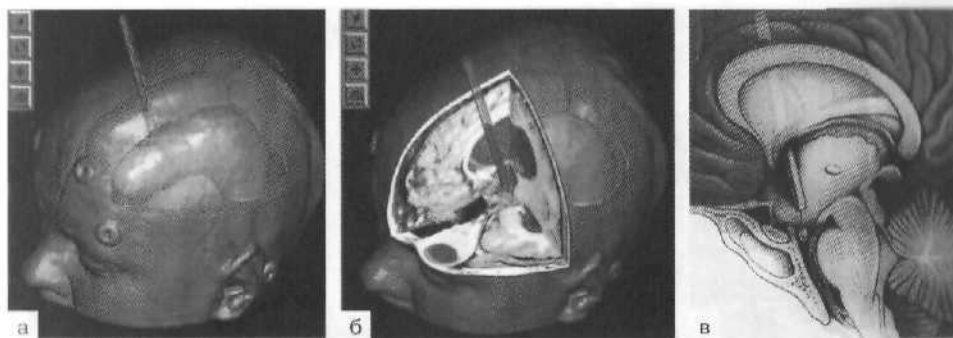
Планирование эндоскопической вентрикулостомии III желудочка мозга. а, б — трехмерная МРТ-реконструкция головы больного с окклюзионной гидроцефалией. Выбрана траектория, по которой эндоскоп следует провести в III желудочек сквозь мозговое вещество, передний рог и отверстие Монро; в — анатомия срединной (сагитальной) плоскости мозга. Показано положение эндоскопа, который введен в просвет III желудочка сквозь правое отверстие Монро. Дно III желудочка перфорировано, и в межножковую цистерну введен катетер Фогарти с раздуваемым баллоном.
